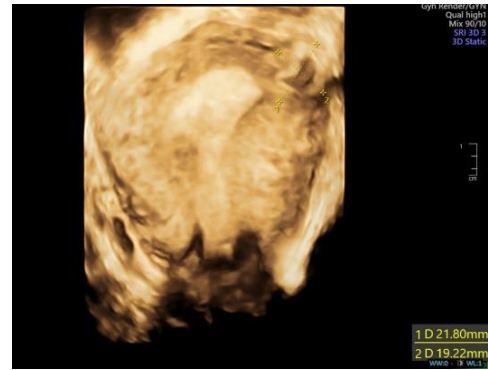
Ecografía Transvaginal 3D
